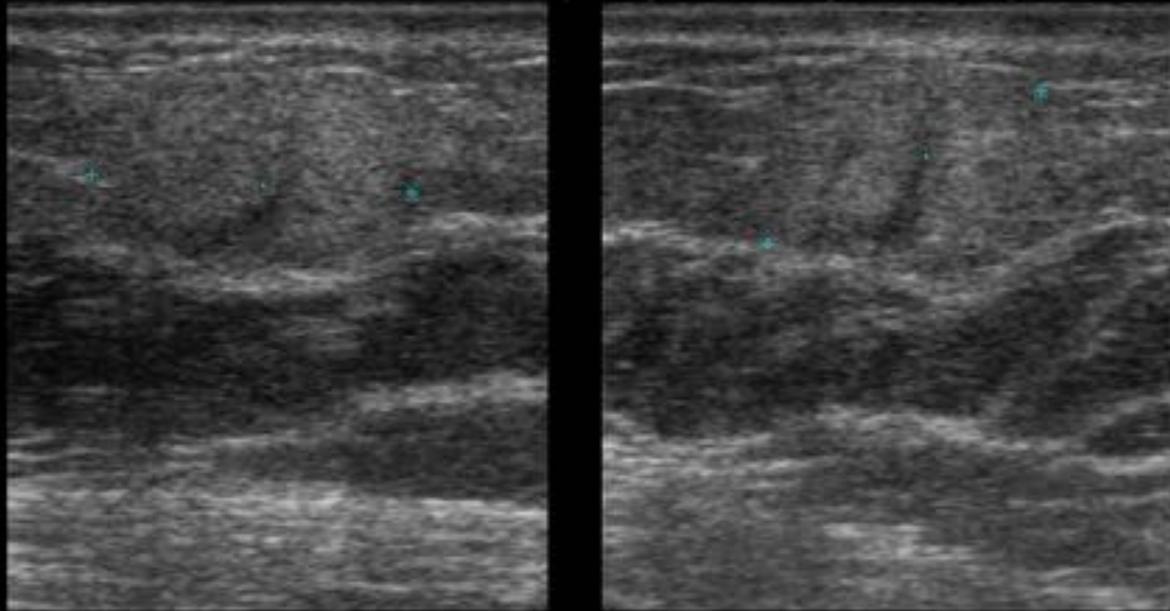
Paciente de 65 años que consulta por palpación de bultoma en CSE de mama derecha. En la ecografía se corelacionaba con una lesión nodular hiperecoica, de contornos poco definidos y con una imagen lineal hipoeogénica en el interior. La paciente tenía como único antecedente de interés una vasculitis nodular en una pierna. El resultado de la biopsia fue compatible con vasculitis nodular en fase evolucionada.
